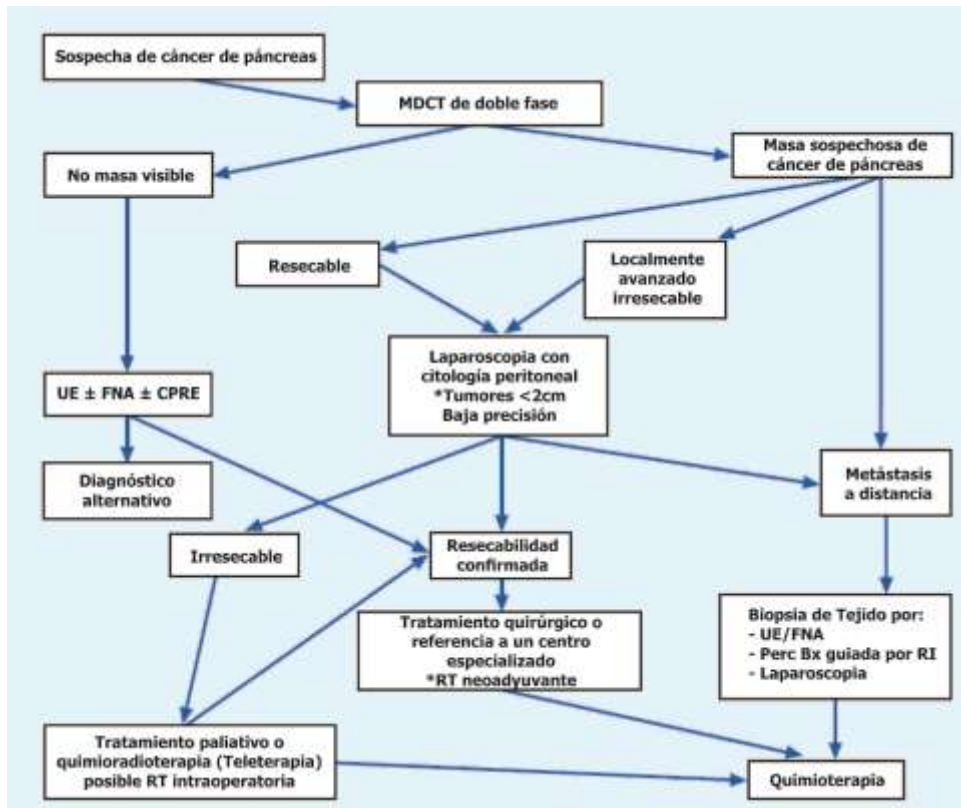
Algoritmo de estadiaje preoperatorio del Hospital General de Massachusetts (MGH) para pacientes con sospecha de cáncer pancreático. MDCT, tomografía computarizada multidetector; UE, ultrasonografía endoscópica; FNA, aspiración con aguja fina; CPRE, colangiopancreatografía retrógrada endoscópica; RT, radioterapia; RI, radiología intervencionista.
